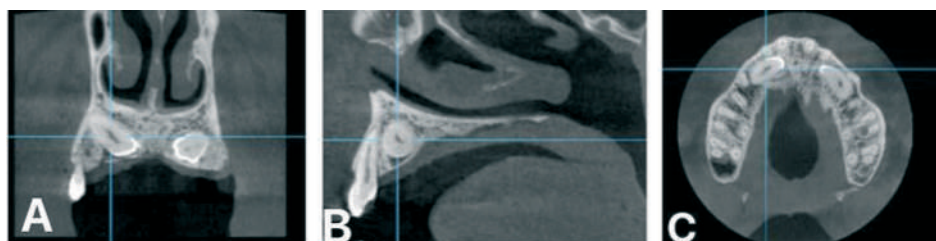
Investigație CBCT într-un caz cu incluzie bilaterală de canini superiori A Secțiune coronară; B secțiune sagitală; C secțiune axială
